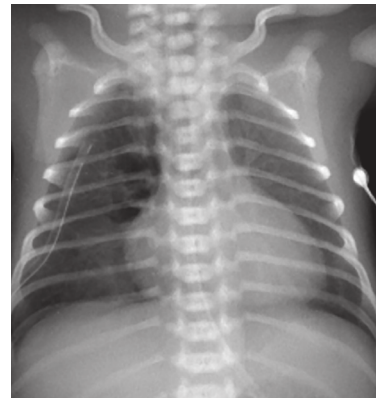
Рентгенологический снимок на 14 сутки жизни. Заключение рентгенолога: свободный газ в правой плевральной полости
